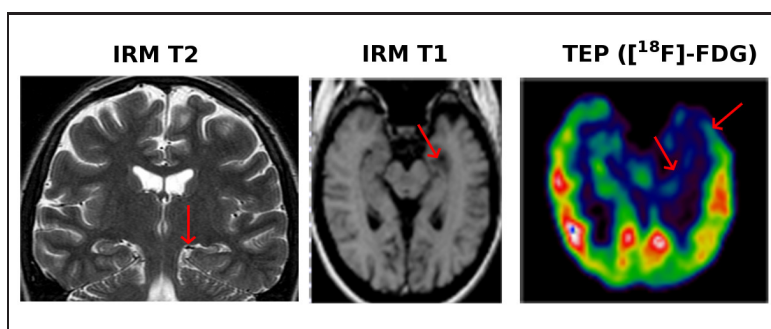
Etude IRM (T1, T2) et TEP $[^{18}\text{F}]$ -FDG pour un sujet épileptique. La lésion est visible sur l'IRM pondérée en T1 et l'hypométabolisme est très marqué dans le lobe temporal gauche (acquisition ECAT-953B avec reconstruction FBP, source : CEA-SHFJ).
